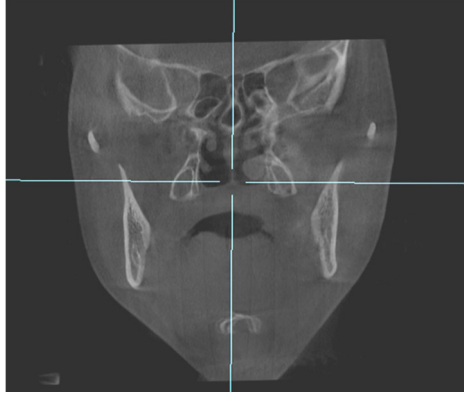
Medición de la altura del hueso vómer en el plano coronal en la CBCT.
